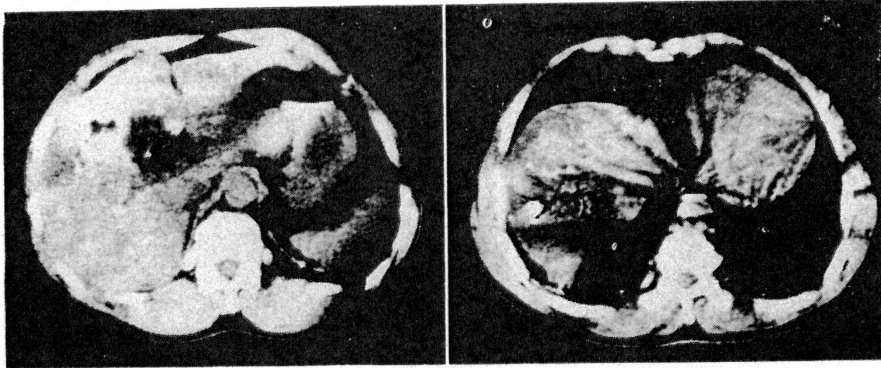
TAE 後3週目の腹部CT 所見であるが、lipiodol の貯留が目立ち、さらに S8 領域にはガス産生の所見もみられた。
